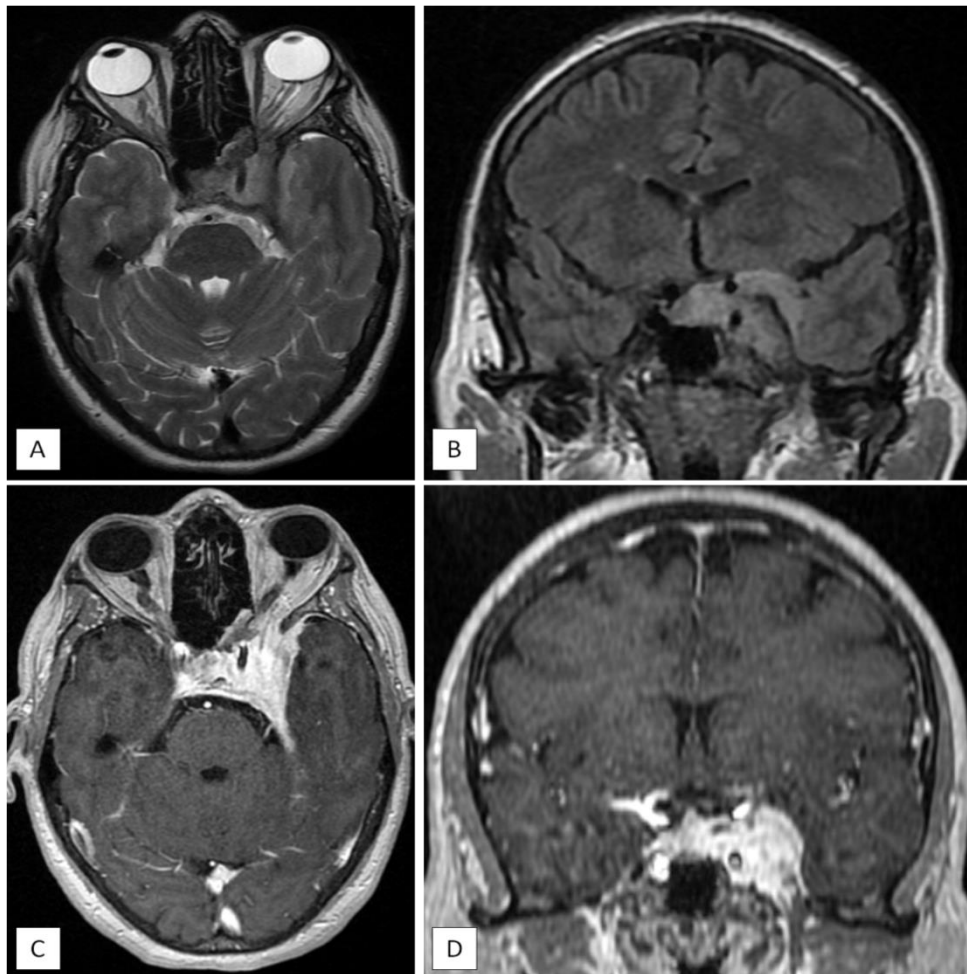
L'IRM cérébrale montre un processus expansif centré sur le sinus caverneux gauche, de signal tissulaire isointense en T1, hyperintense en T2 (coupe axiale : A), et FLAIR (coupe coronale : B), de rehaussement intense et homogène, avec des limites nettes (coupe axiale : C, coupe coronale : D). Sur le plan topographique, le processus sus décrit repose sur la grande aile du sphénoïde et se prolonge latéralement et en arrière. Il comble la fente sphénoïdale et engaine l'ACI intra-caverneuse qui est réduite de calibre mais qui reste perméable. En dedans, il s'étend dans la selle turcique. Plus en arrière, il s'étend le long du pilier de la tente du cervelet.
